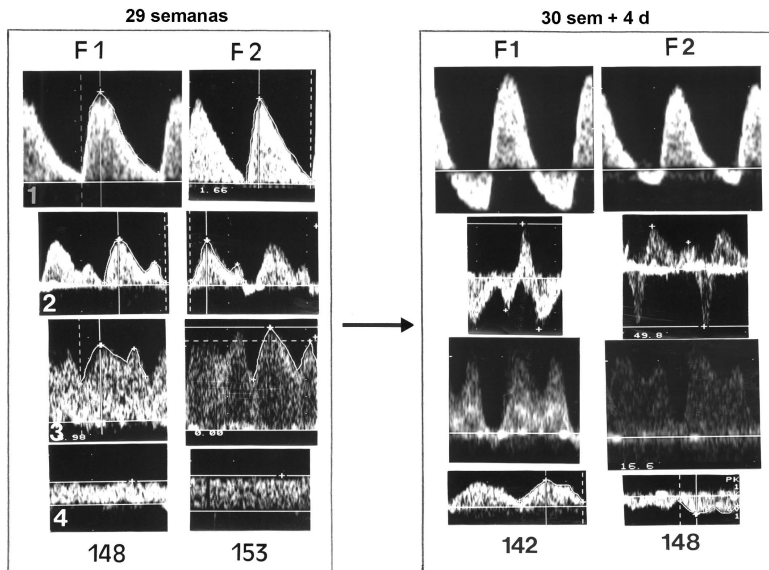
Patrón de onda de flujo de sanguíneo obtenida por Doppler en la arteria umbilical, la vena cava inferior, el ductus venoso y la vena umbilical en el 1er cuadro (F1) y 2do cuadro (F2). Columna izquierda: exploración a las 29 semanas, donde hay ausencia de flujo diastólico umbilical en un feto, con el patrón normal en la vena cava inferior, el ductus venoso y la vena umbilical, la columna de la derecha: el último examen a las 30 de semanas + 4 días donde hay un flujo arterial diastólico invertido tanto en los fetos, así como aumento en el flujo retrógrado de la vena cava inferior y de pulsatilidad ductus venoso y de la vena umbilical.
